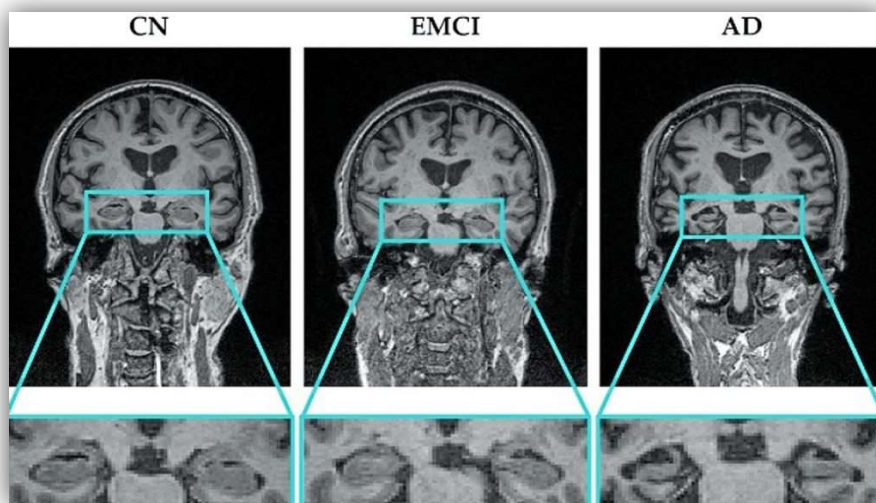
Diferencias en la estructura del hipocampo en imágenes de resonancia magnética en sujetos cognitivos normales (CN), con deterioro cognitivo leve (MCI) y con enfermedad de Alzheimer (AD). [9]
